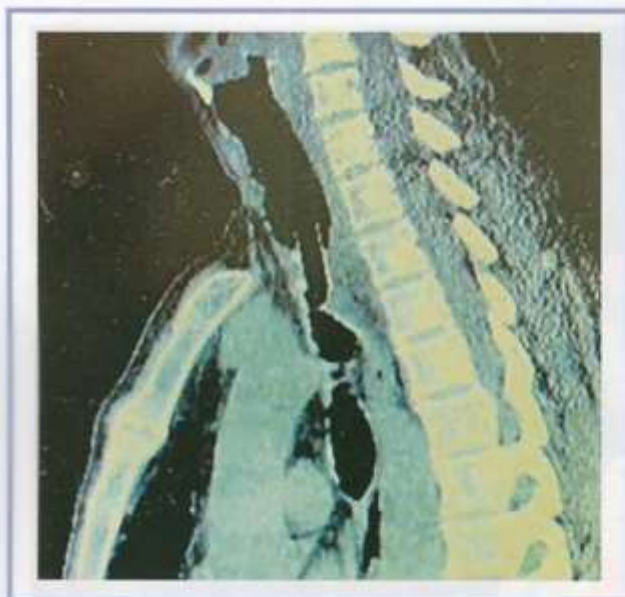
Мультиспиральная компьютерная томограмма трахеи, сагиттальная реконструкция.
